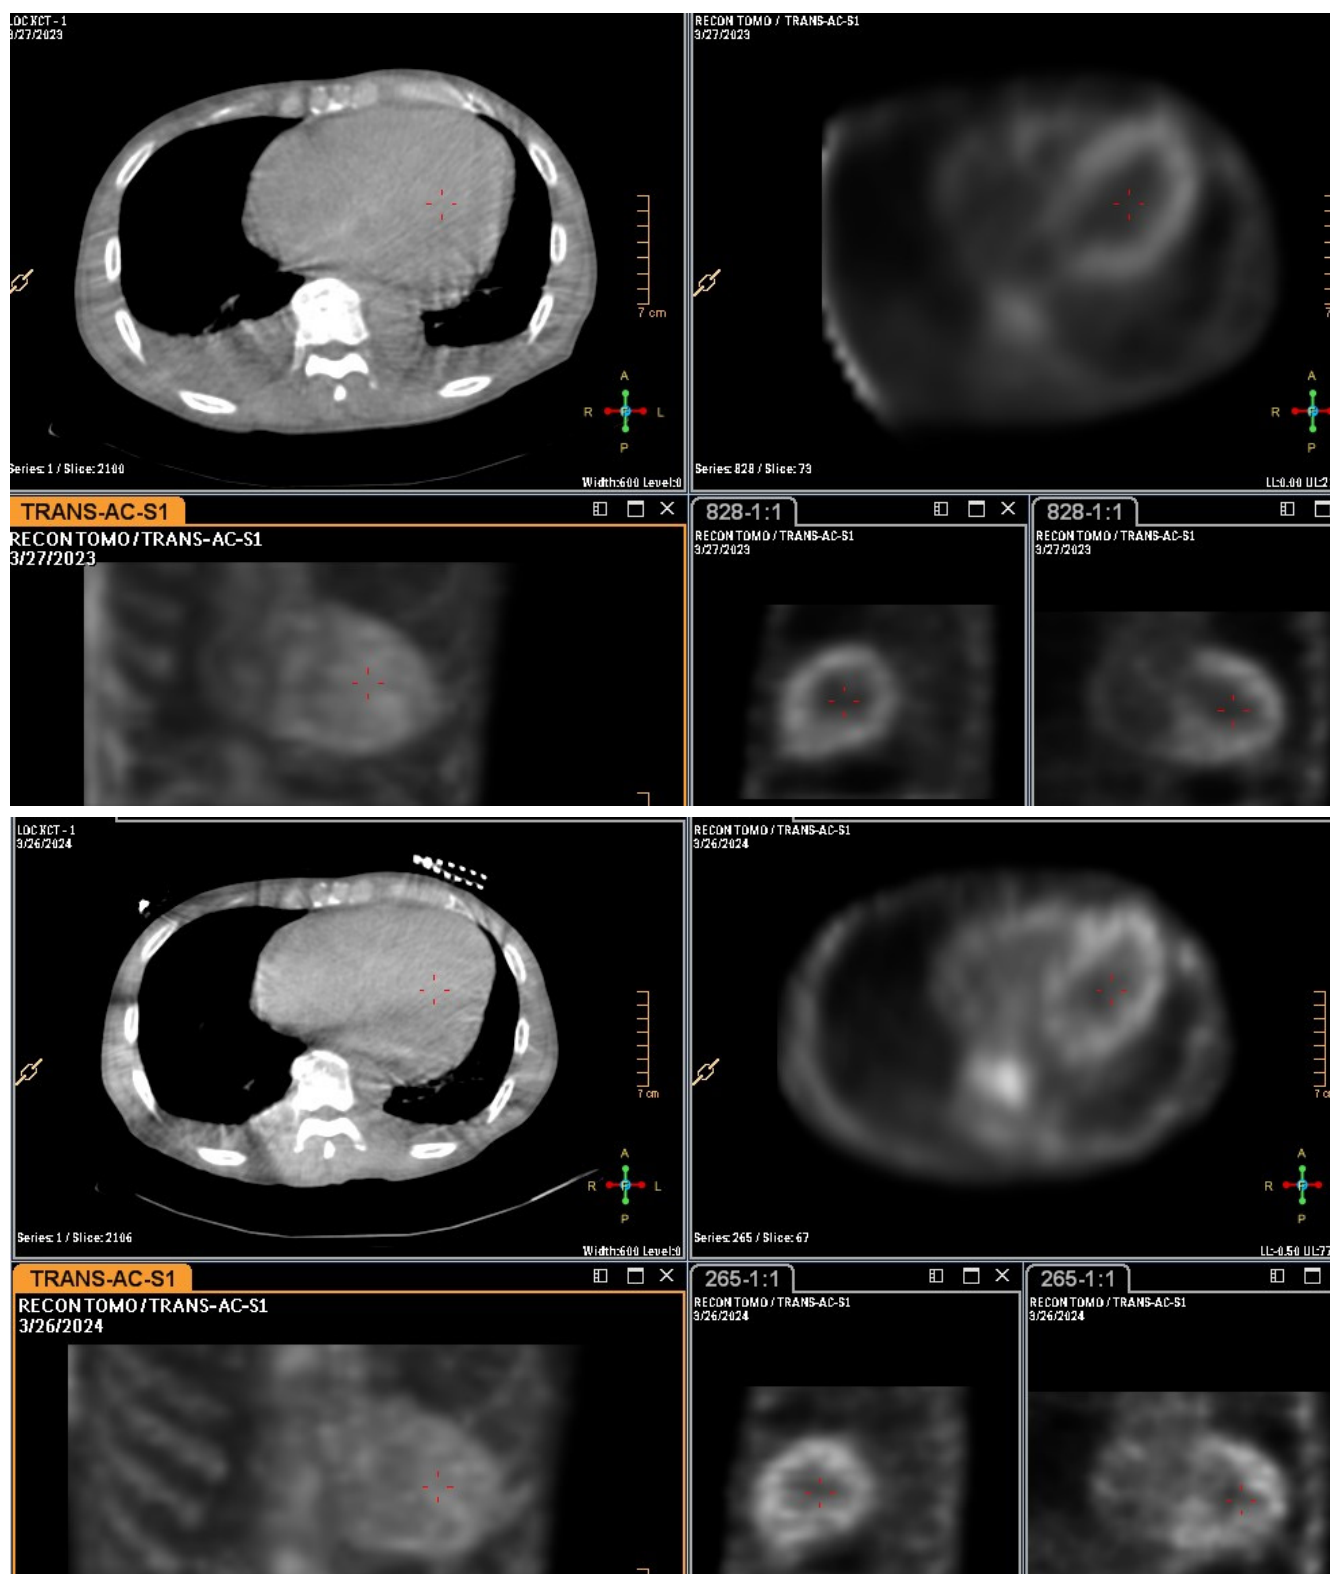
Данные ОЭКТ/КТ пациента К. исходно (Grade 3) и через 12 мес. после приема тафамидиса (Grade 2-3).
